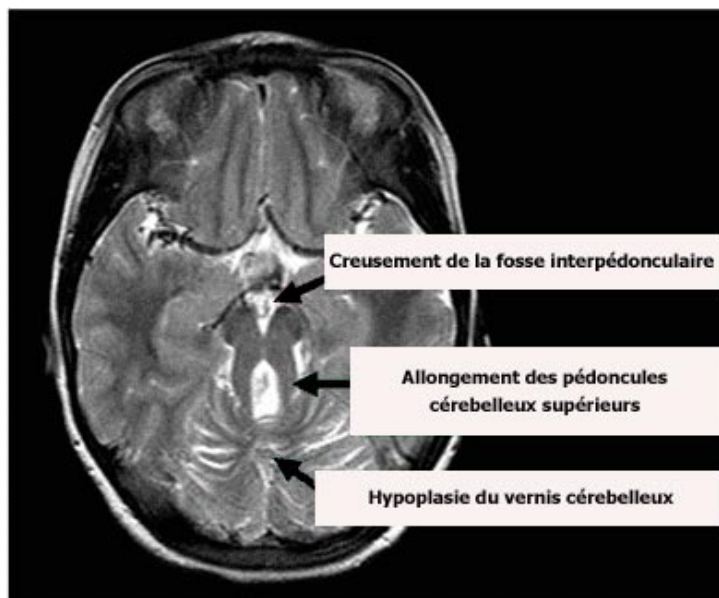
Coupe axiale en IRM à travers le cervelet et le tronc cérébral d'un enfant ayant un syndrome de Joubert. Les flèches indiquent les trois éléments constituant le signe de la molaire (figures extraites de [www.genetests.org](http://www.genetests.org). Copyright, University of Washington, Seattle).
